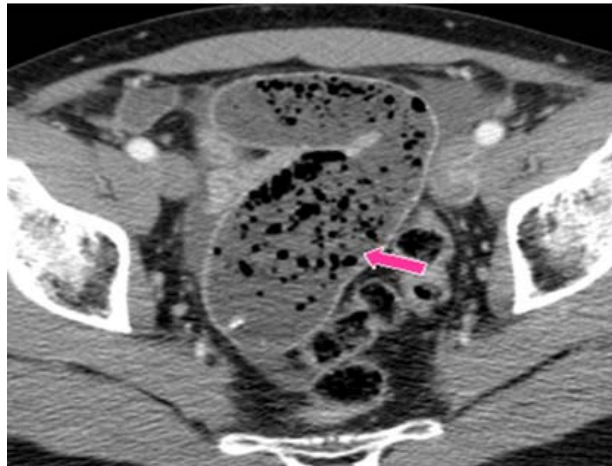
TDM C+ coupe axiale montrant le colon sigmoïde, le contenu colique est hétérogène fait de matière fécale et de gaz (). ➡
